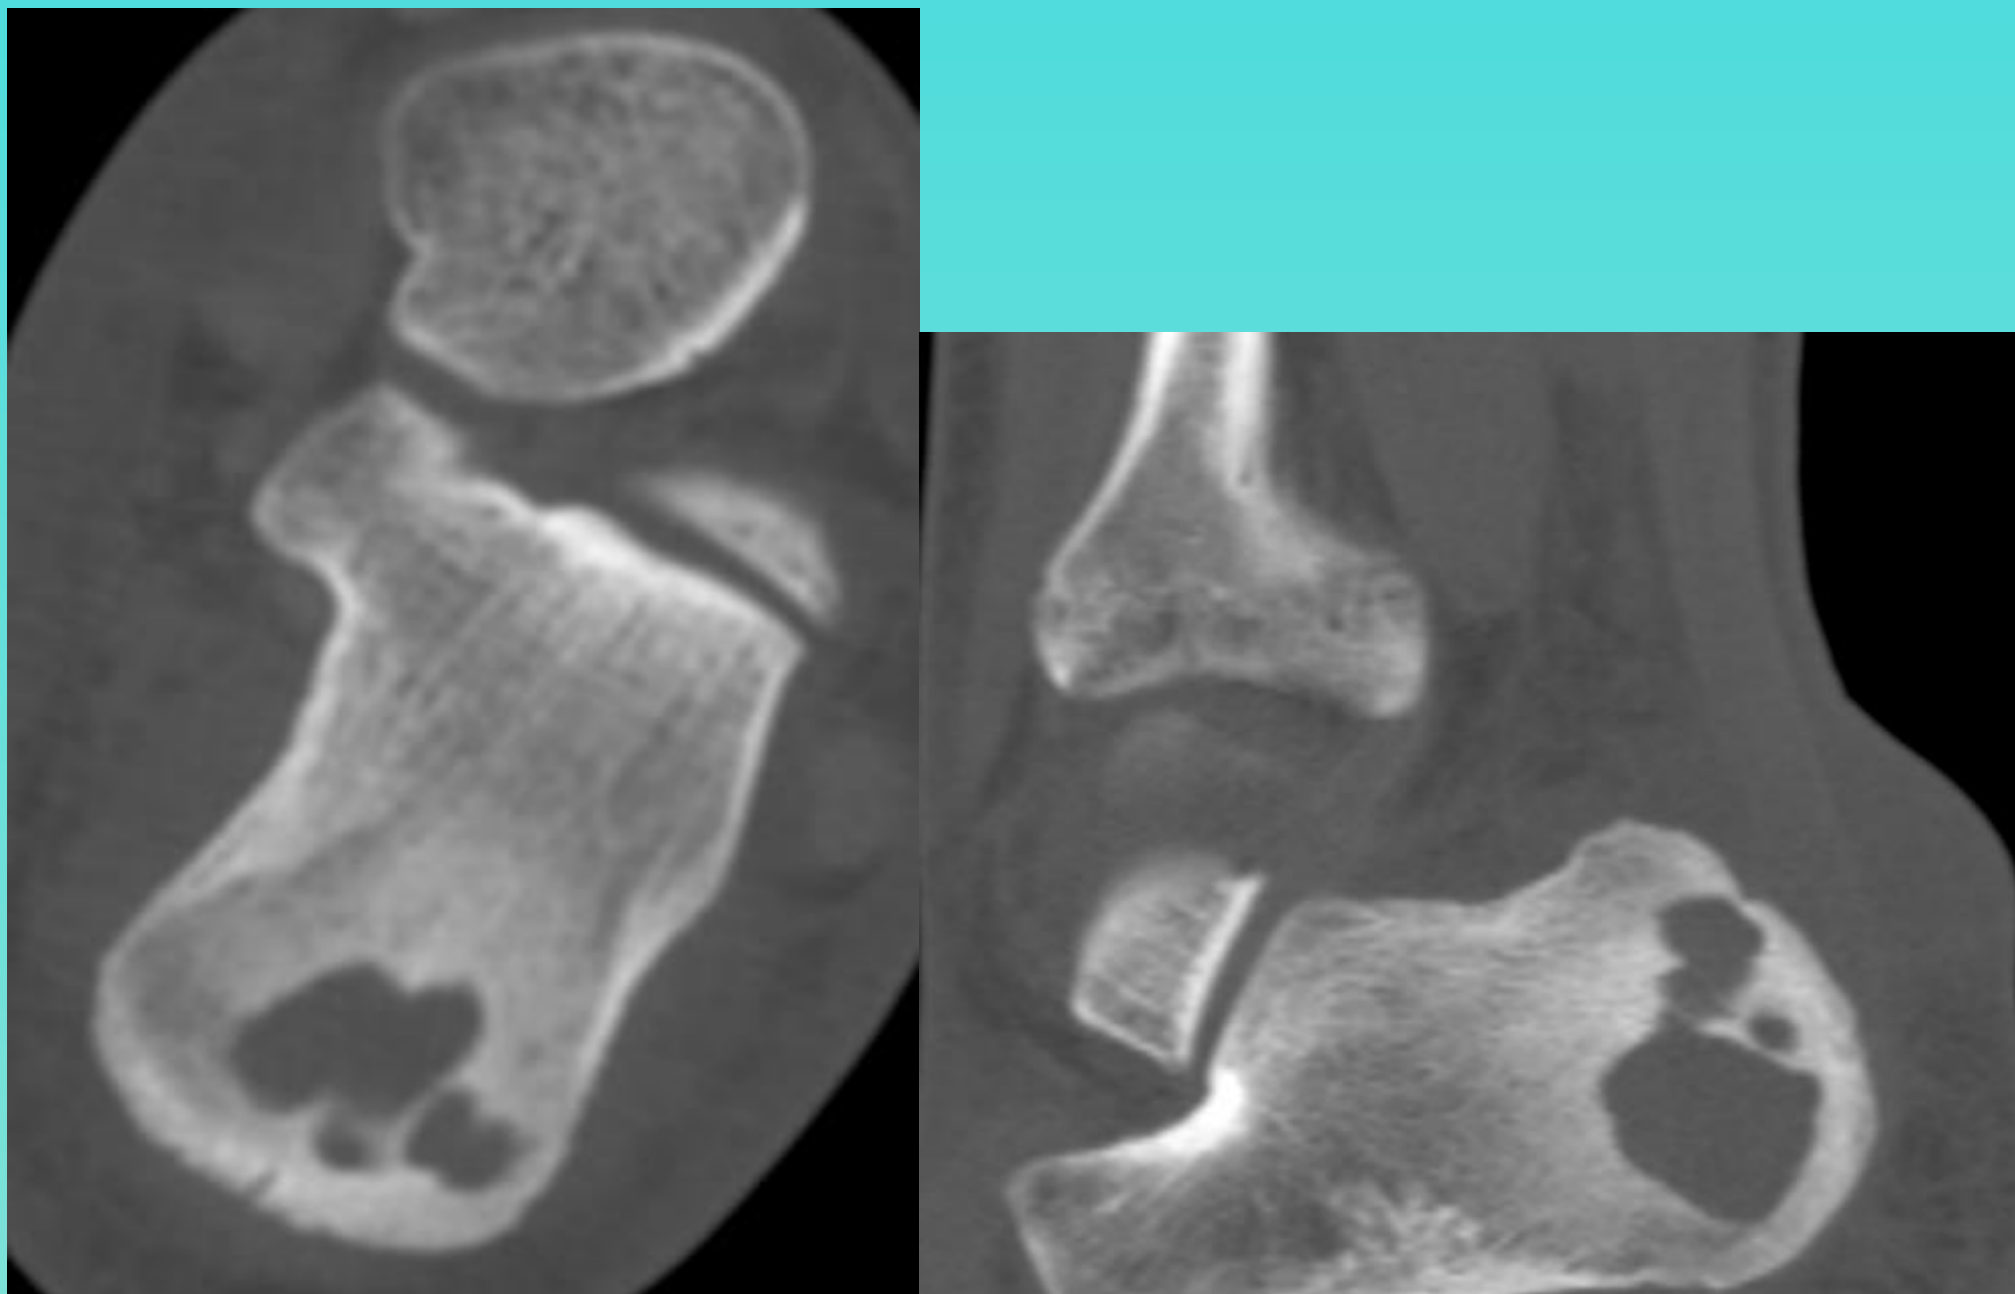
TC calcáneo: lesión lítica multiloculada
